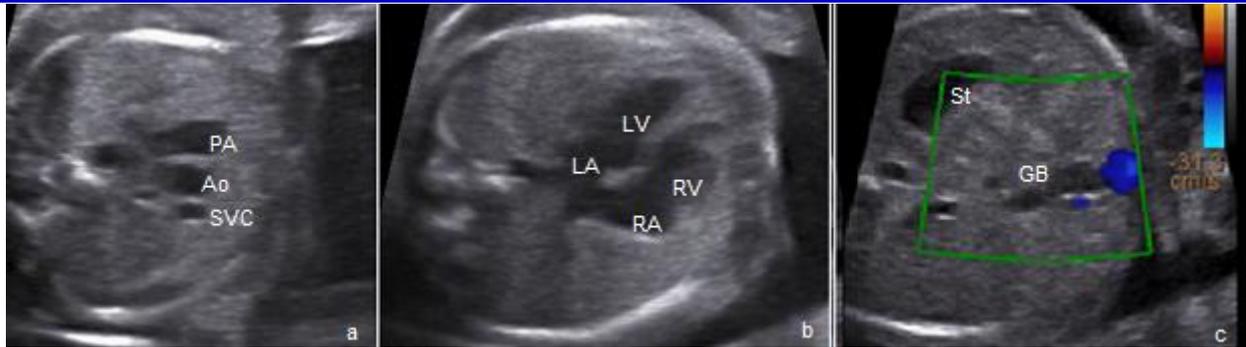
Фетальная эхокардиография. а) Скан через четырехкамерный срез сердца лоцируется в норме; б) Скан через магистральные сосуды визуализируется в норме. в) Желудок находится слева в брюшной полости, желчный пузырь отображается по срединной линии (см. примечание)
